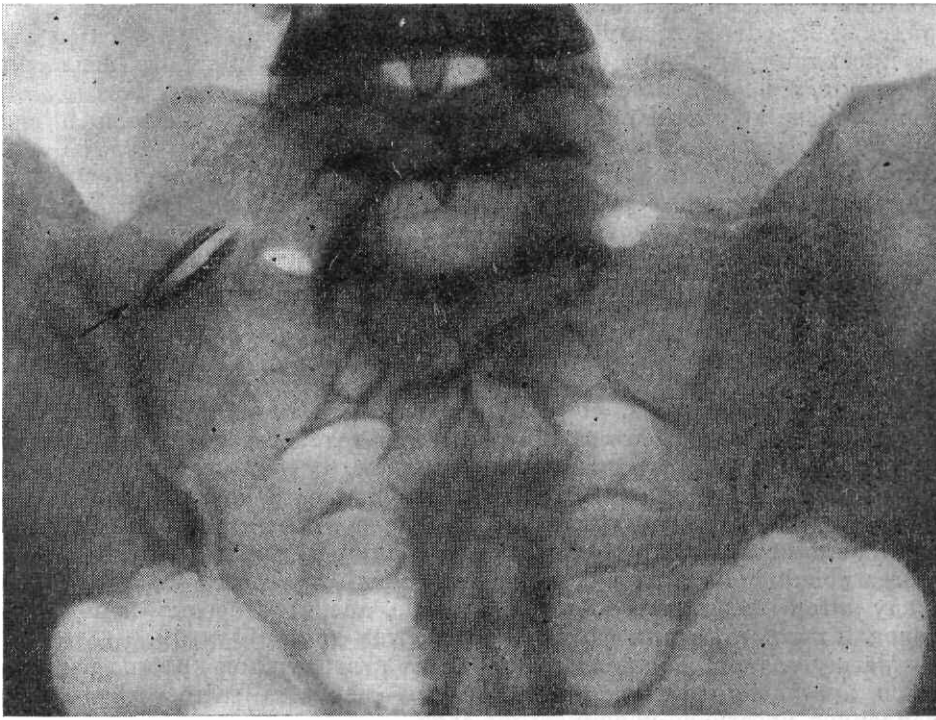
Рентгенограмма V поясничного позвонка и крестца в прямой задней проекции.
